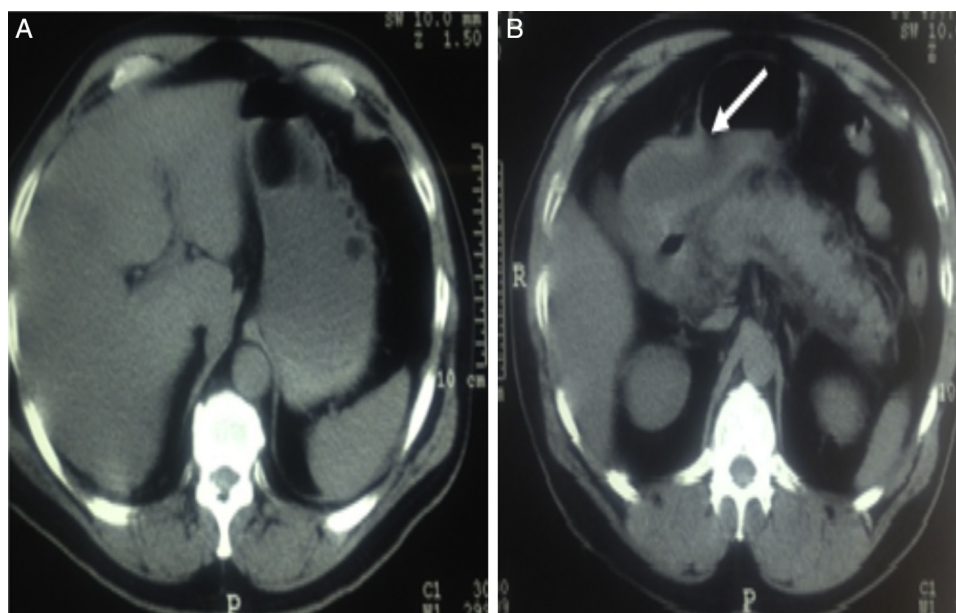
A) Tomografía simple en la que se aprecia en estómago una lesión ocupante en su interior. B) Tomografía de abdomen simple en la que se aprecia páncreas sin complicaciones tardías e imagen reportada como probable invaginación píloro-duodenal (flecha).
